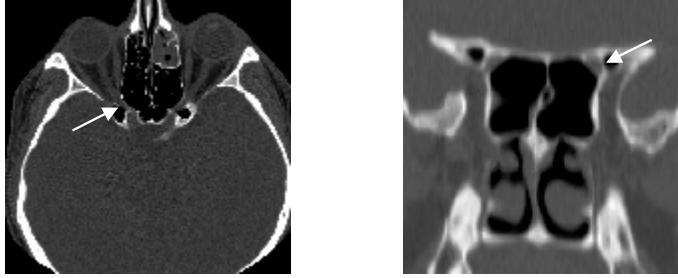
Anterior klinoid proçes havalanması. Koronal BT'de bilateral pnömatize anterior klinoid proçes (yıldız) görülüyor.
